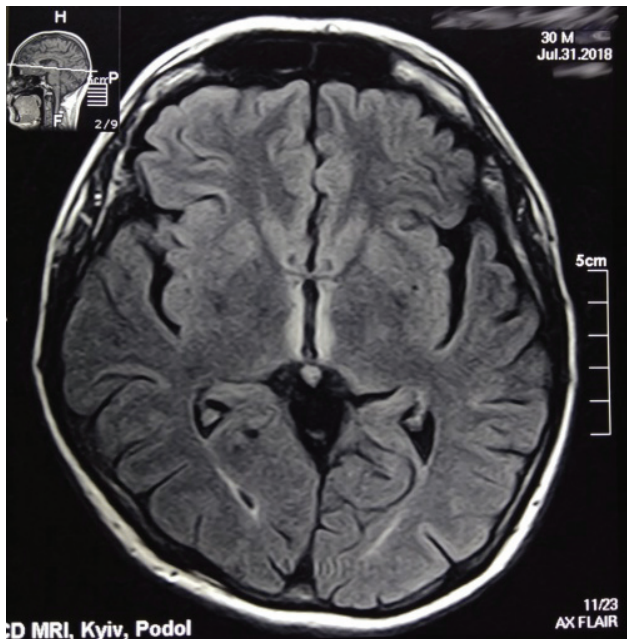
МР-томограма хворого О., горизонтальний скан
